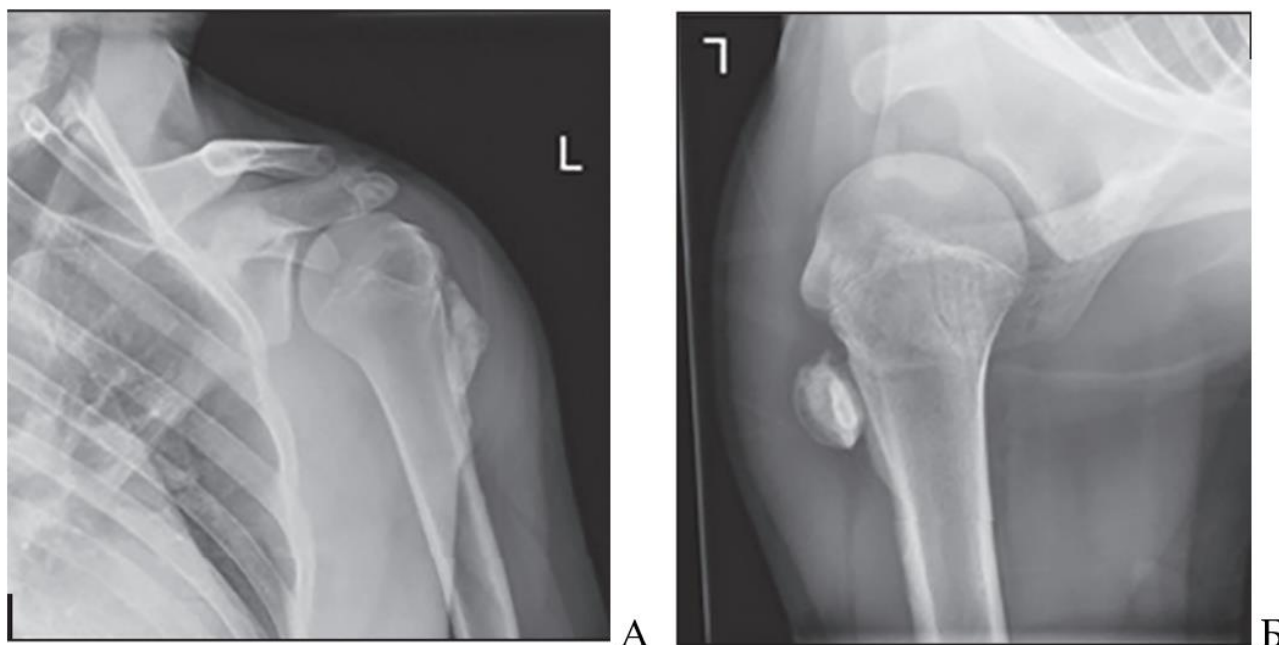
Рентгенограми авульсивного перелому гребня великого горбика (місце кріплення ВГМ) в передньо-задній (А) та аксіальній (Б) проекції (рисунок взято
